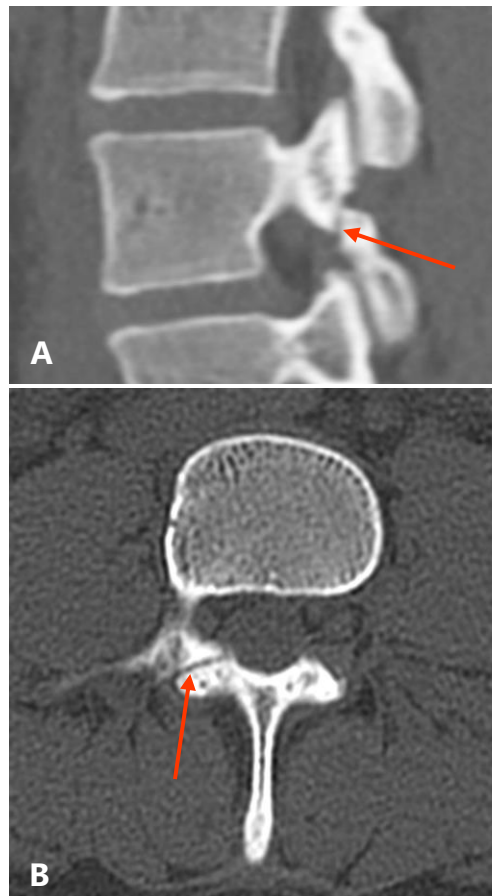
TC em MPR parassagital (A) e axial (B) mostrando uma lesão ístmica congênita (setas).
